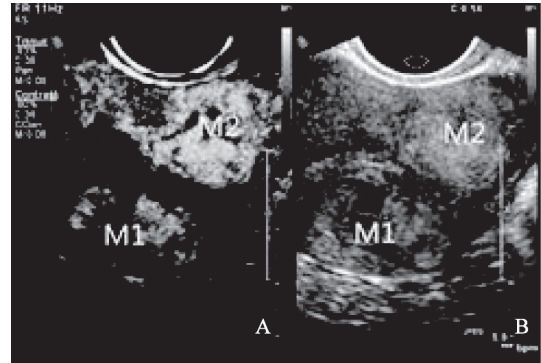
滋养细胞肿瘤超声造影区域增强(M1)和弥漫增强(M2)
